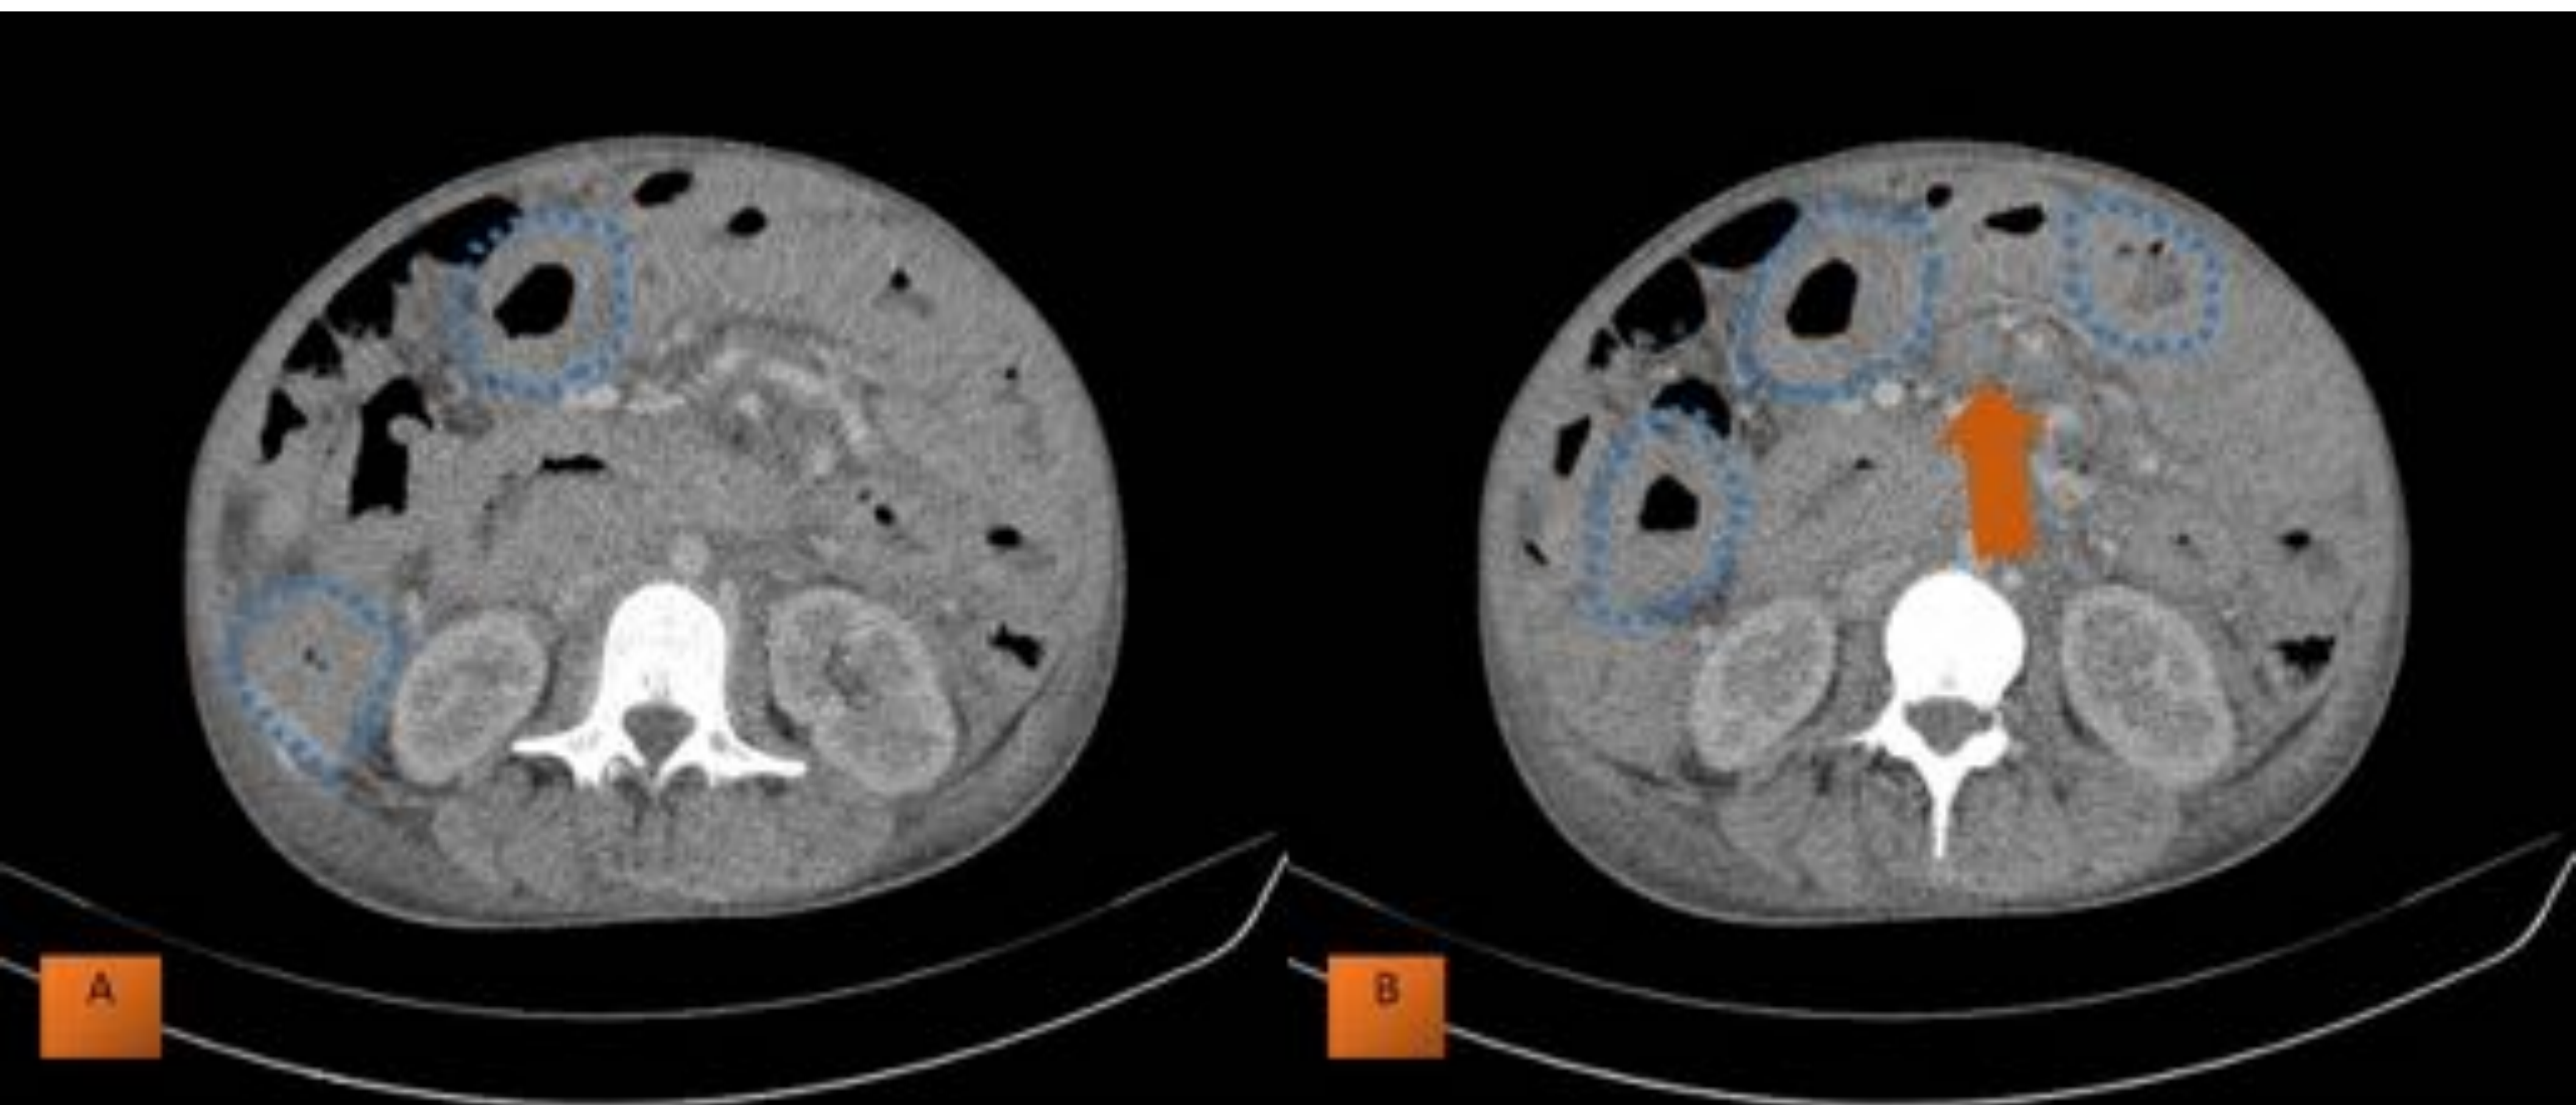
LINFOMA: Cortes axiales (A y B) de TC con contraste oral y EV. Se observa engrosamiento parietal (líneas punteadas) de asas intestinales del íleon. A derecha se puede apreciar adenopatía locorregional (flecha)
